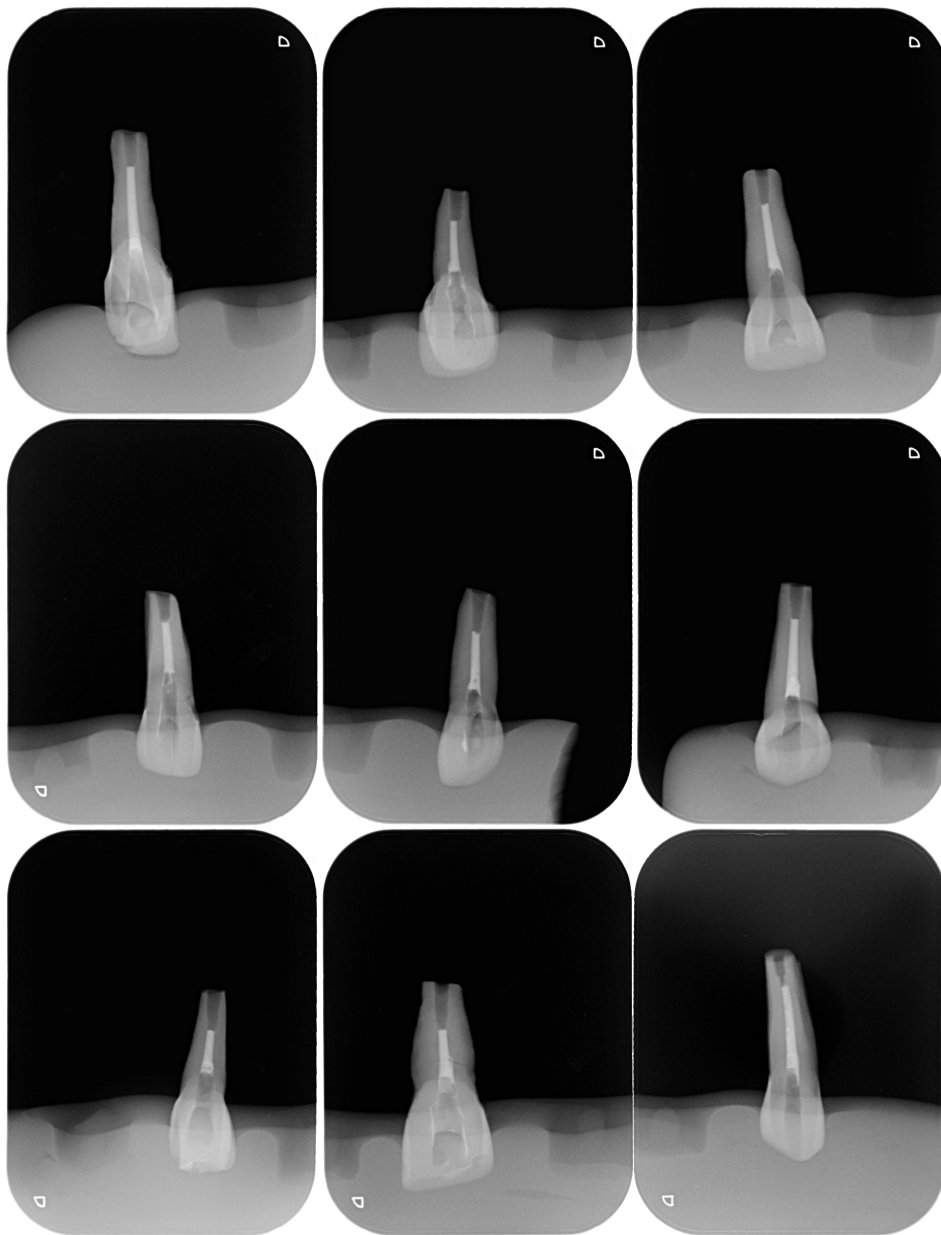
Radiografías de los quince dientes con el tratamiento de conductos realizado.
